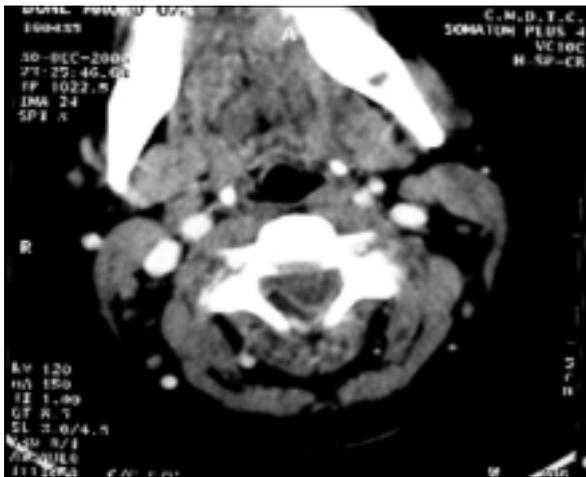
Tomografía axial computada de cráneo con contraste.
